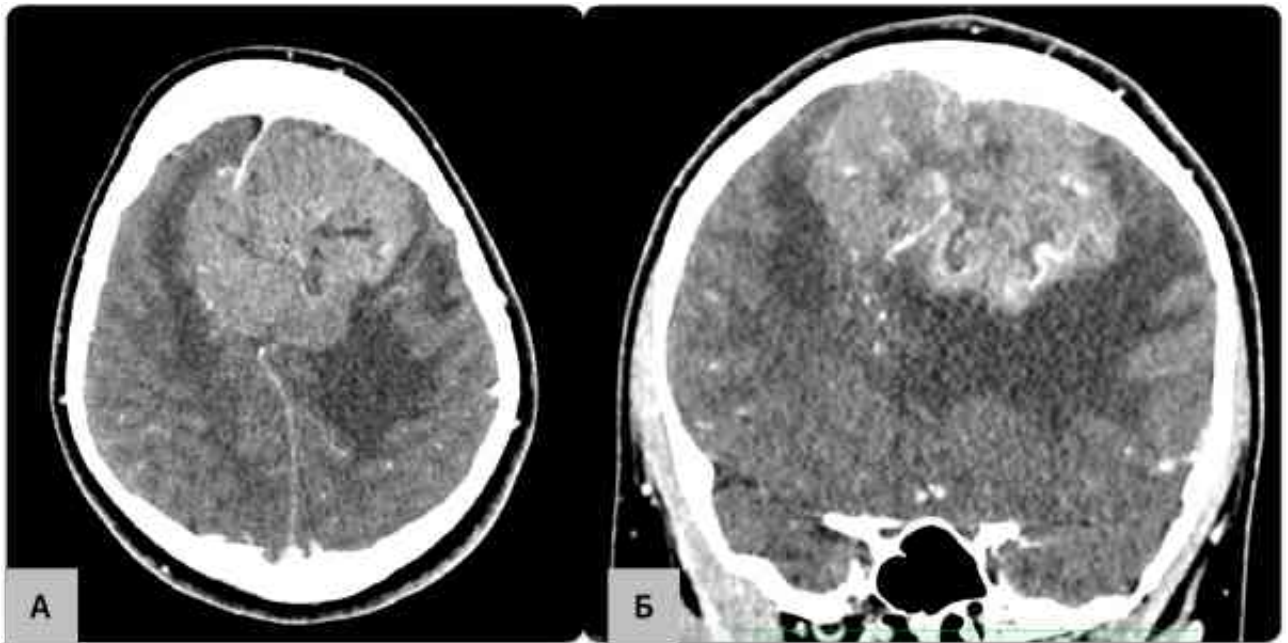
МСКТ-ангіографія, на якій зображено велетенську менінгіому передньої та середньої третини верхньої стрілової пазухи з тотальною оклюзією верхньої стрілової пазухи в венозну фазу (А - аксіальна проєкція, Б - фронтальна проєкція)
